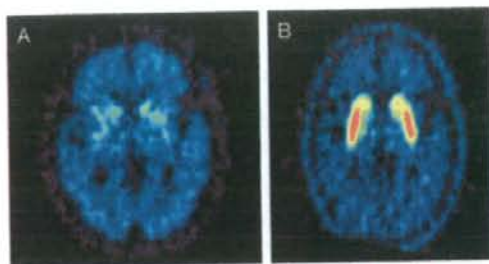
Dopamine 機能の PET (74歳時)
